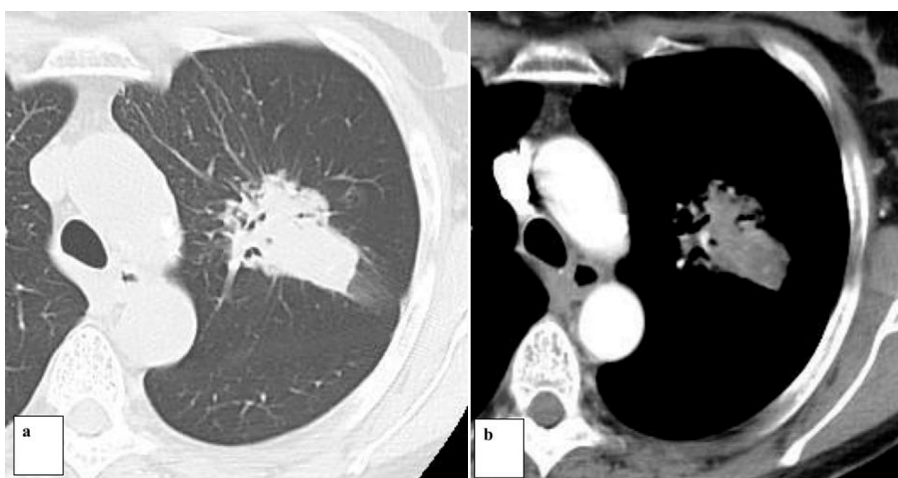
TC de tórax con ventana pulmonar, con filtro óseo y alta resolución (a) y con ventana de mediastino pos inyección de contraste e-v (b): lesión sólida, con bordes espiculados, con aspecto de masa, con algunos cambios retráctiles cicatrizales, localizada en el sector medio del segmento apicoposterior del lóbulo superior izquierdo. Cirugía y Anatomía Patológica: Adenocarcinoma Invasor
